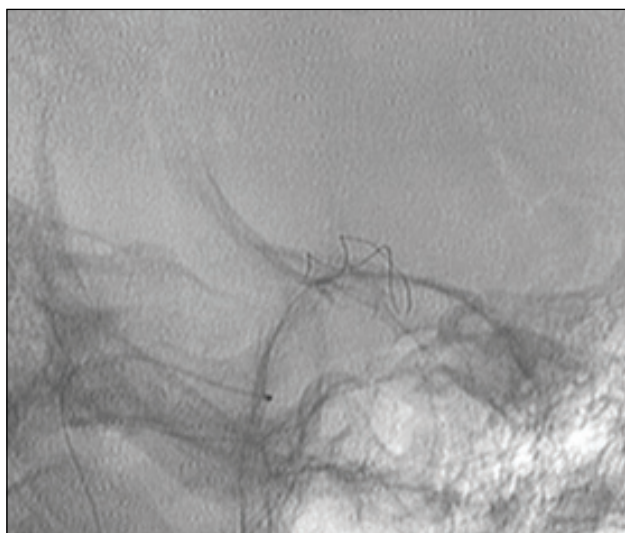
Интраоперационная рентгенокраниография пациентки Л., 1955 г.р. (боковая проекция) после имплантации стента «LEO»: видны рентгеноконтрастные нити раскрытого в ВСА напротив шейки аневризм стента
